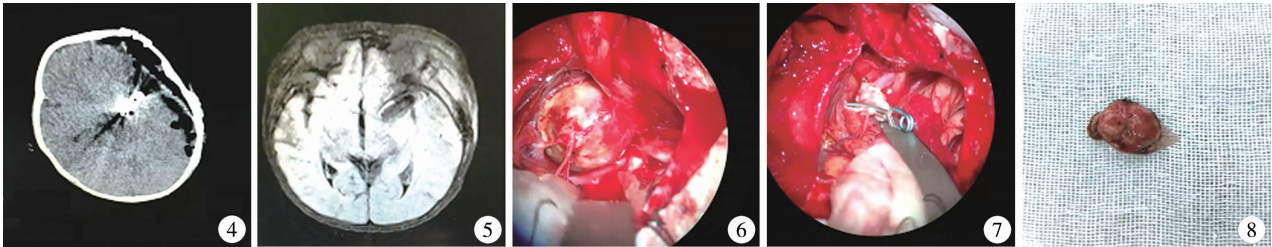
婴幼儿颅内动脉瘤术后复查头部CT图 图5 婴幼儿颅内动脉瘤术后复查头部MRI图 图6 术中显露动脉瘤 图7 术中夹闭切除动脉瘤后 图8 切除大体标本
